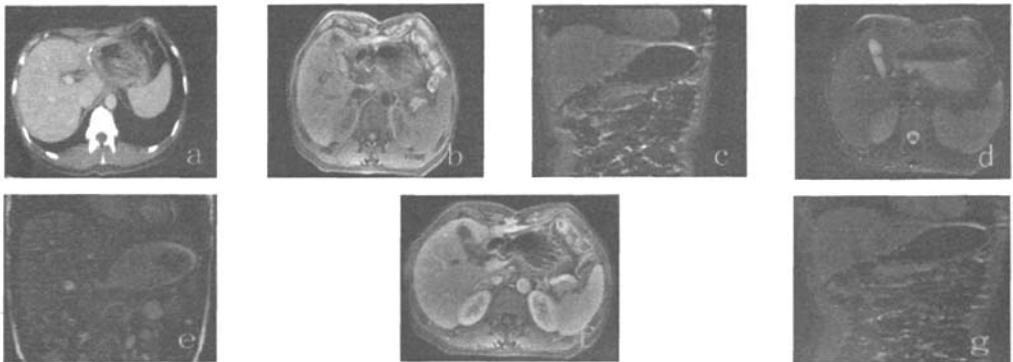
正常残胃 MRI 图 图中, 1a: CT 增强扫描示吻合口内外壁光滑, 吻合口见金属银夹影; 1b~1c: MR T1 加权像示吻合口外壁光滑, 内壁稍毛糙, 壁厚度 <8 mm; 1d~1e: MR T2 加权像示残胃充盈良好, 吻合口通畅; 1f~1g: MR 增强扫描示吻合口壁粘膜层强化连续、均匀, 未见明显中断。
